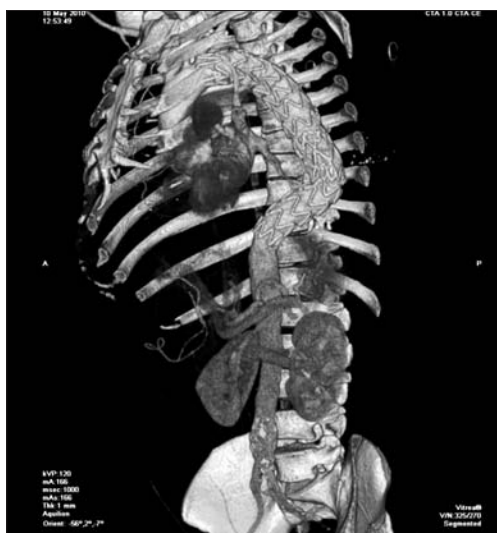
Reconstrucciones multiplanares y VR de TC multicorte en paciente tratado con endoprótesis torácica tras extenso hematoma intramural agudo.
